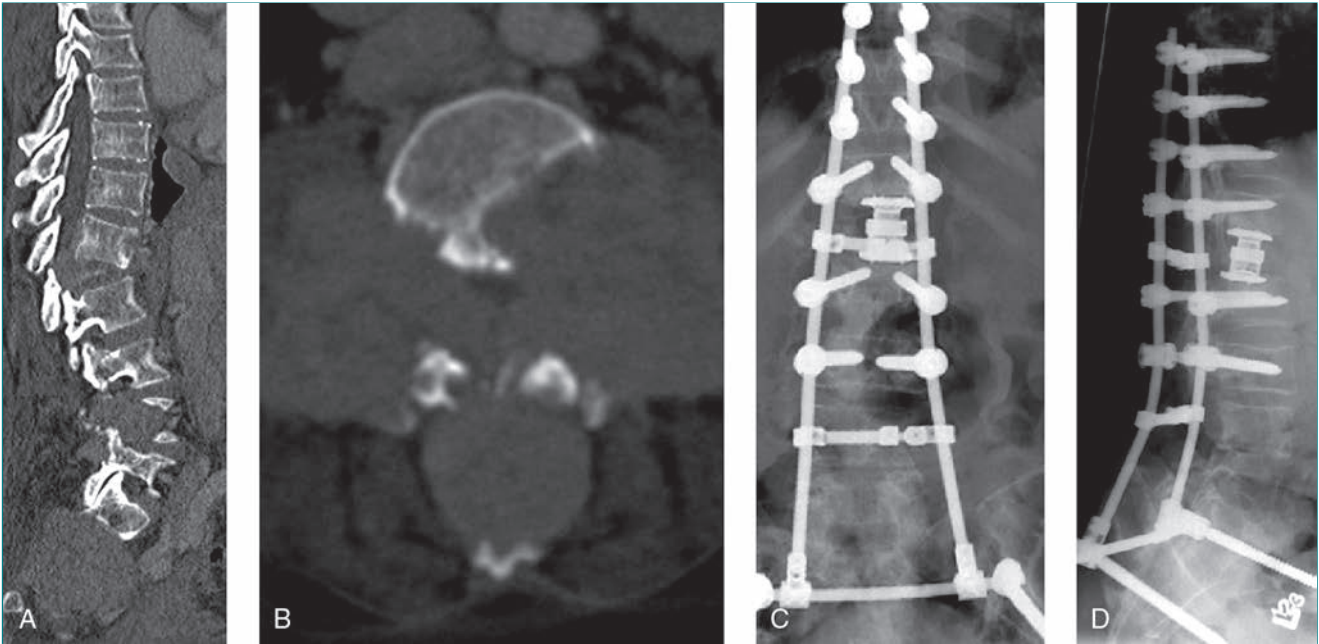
Imágenes de la columna vertebral de una mujer de 57 años con cáncer de tiroides metastatizante. A, Reconstrucción sagital mediante tomografía computarizada de la columna toracolumbar en la que se aprecia la destrucción completa y el aplastamiento de L1 con importante estenosis central del canal a este nivel. Obsérvese también la extensión de la enfermedad en L4 y S2. B, Imagen axial de la tomografía computarizada a nivel de L4 en la que se aprecia el compromiso de canal y la gran masa de tejidos blandos. Radiografías anteroposterior (C) y lateral (D) obtenidas tras corpectomía L1, corpectomía L4 parcial y fijación posterior dorsal-lumbar-pélvica con tornillos pediculares, barras y una barra transiliaca. En L1 se colocó una caja expandible de soporte.
